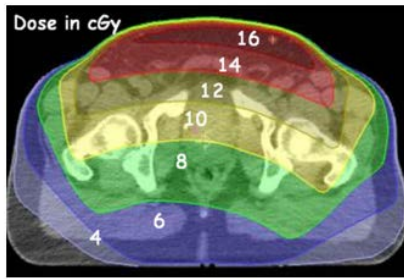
Dose distribution resulting from an MV-CBCT localization procedure of a prostate cancer patient using a 15 MU imaging protocol with a 6 MV beam. Reproduced from Miften et al.⁴² It is worth noting that the asymmetric dose distribution is because the scan is acquired with a gantry rotation of 200 degrees.
